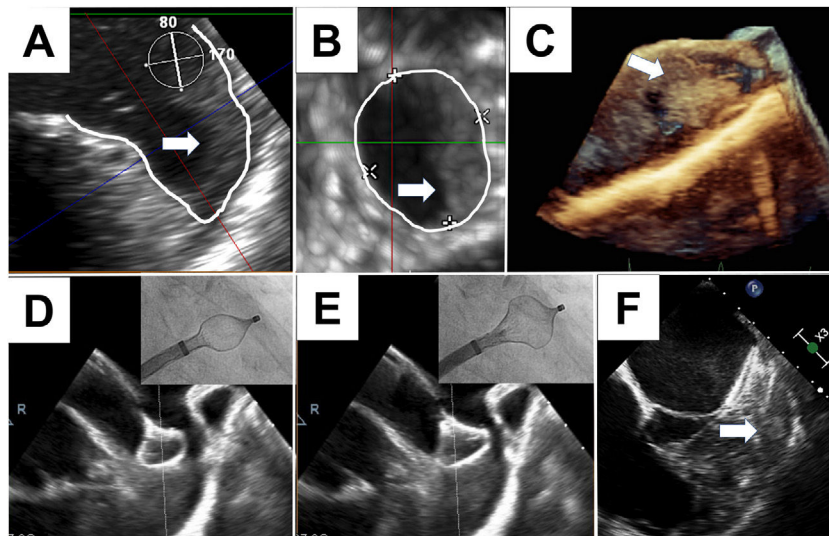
A-C: trombo que ocupa parcialmente la *landing zone* y la punta de la orejuela (paciente 5). D y E: despliegue progresivo del dispositivo guiado por ecocardiografía (paciente 1) evitando que el trombo se desplace. F: posición final del dispositivo enjaulando el trombo.
